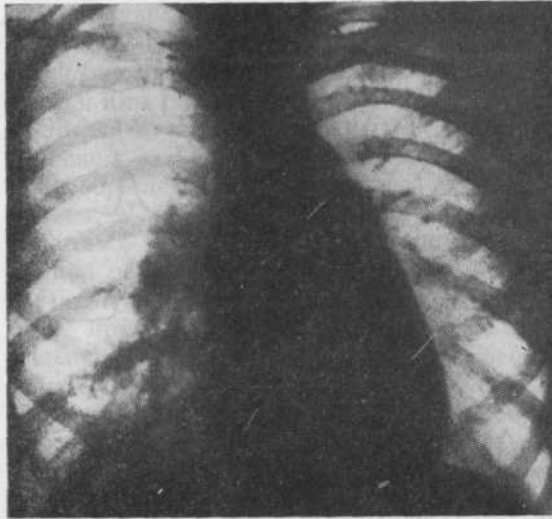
Рентгенограмма грудной клетки (в прямой проекции) больного 13 лет с единственным желудочком сердца и синистротранспозицией аорты. Левый контур сердца представлен сплошной выпуклой линией и не дифференцируется на 1 и 2 дуги.
